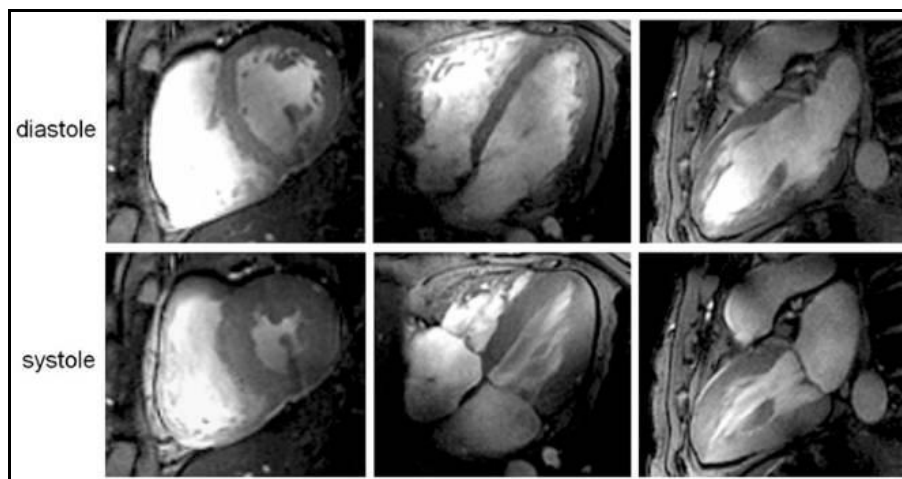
Sequenza di immagini RMN a 7T con 2D FLASH CINE acquisite in diastole (in alto) e in sistole (in basso) utilizzando una bobina RF a 4 canali in trasmissione e in ricezione. A sinistra vista di metà cavità cardiaca sull'asse corto, al centro visualizzazione a 4 camere, a destra visualizzazione a 2 camere. (Niendorf T., Schulz-Menger J. et al, 2010).^[14]
